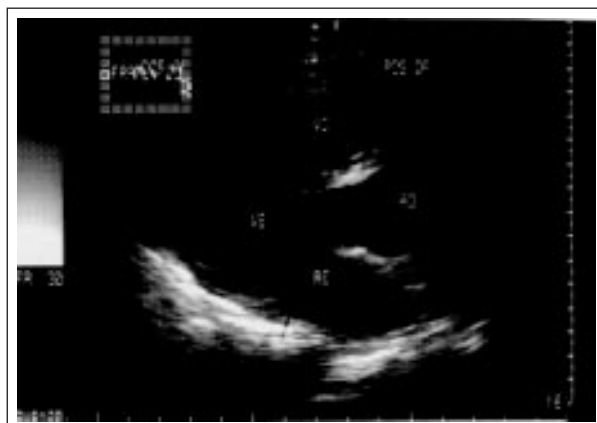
Caso 3 - Ecocardiograma bidimensional, notar aspecto normal da via de saída de VE e ampla abertura das cúspides valvares
